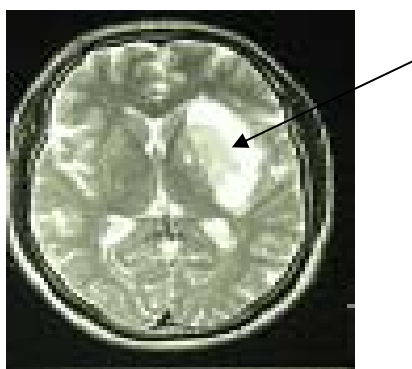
а) - МРТ головного мозга, инсультная гематома височно теменной доли слева до операции
